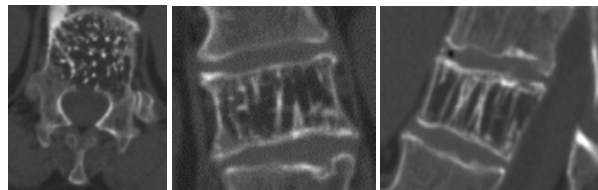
КТ-сканы Th12 позвонка больной С. до операции
